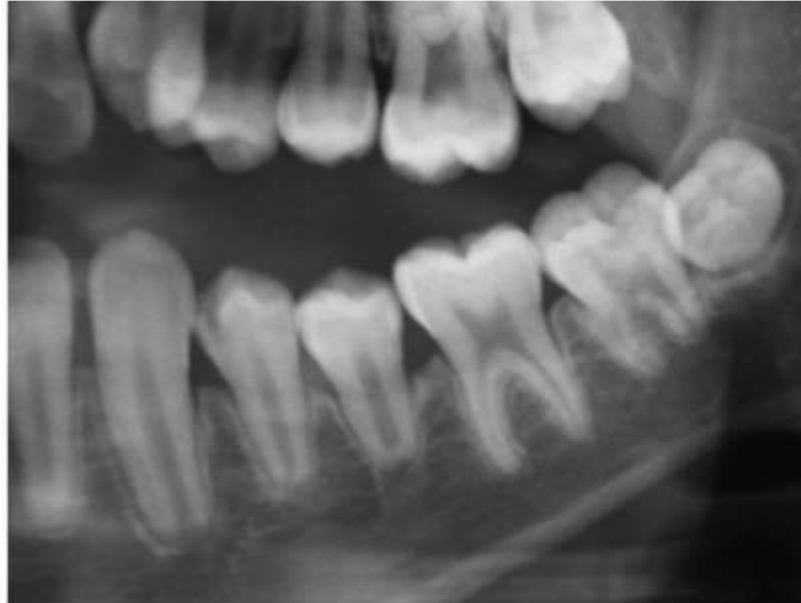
Radiographie panoramique d'un patient âgé de 13 ans traité pour un rhabdomyosarcome de l'oropharynx à l'âge de 9 ans, présentant des arrêts de formations radulaires avec fermeture apicale précoce des 34 et 35 (photographie de Roy E.).
